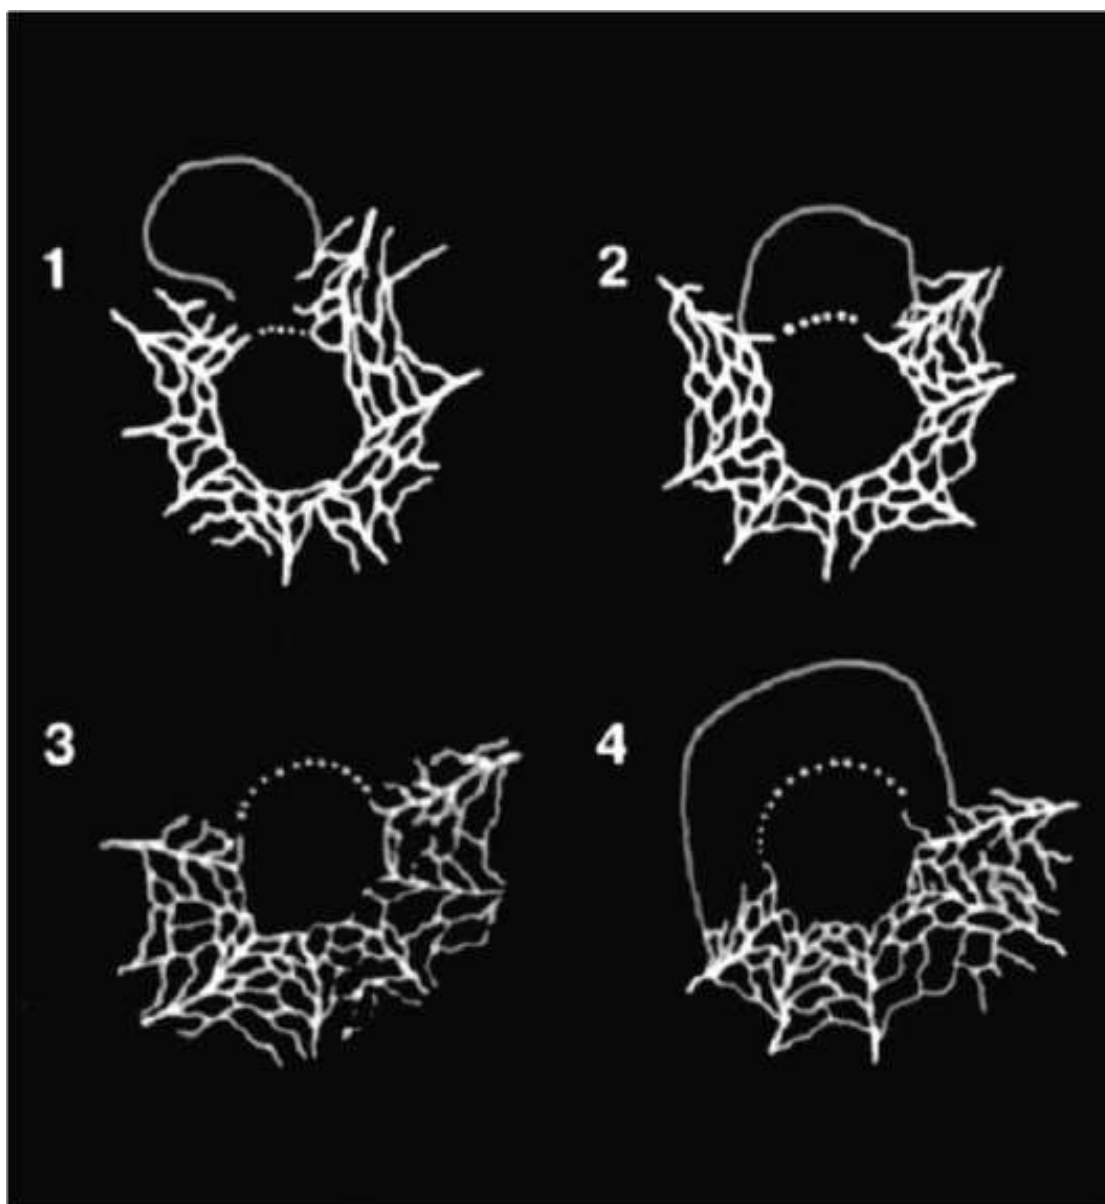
Нарушения перфузии макулярной области (ишемия макулы). 1, 2, 3, 4 - соответственно I, II, III, IV степень нарушения перфузии.
